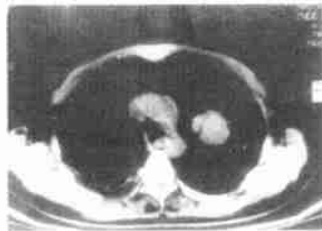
外围型肺癌 CT 像 WW 300HU, WL 50HU
